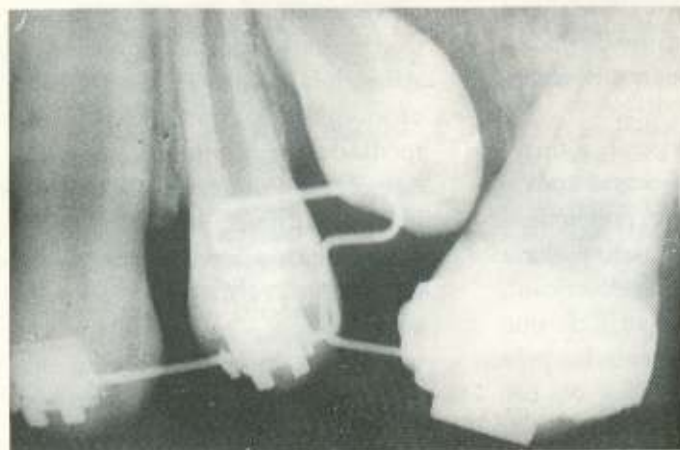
Radiografia periapical sequencial após a retirada do dente decíduo infra-ocluído.
